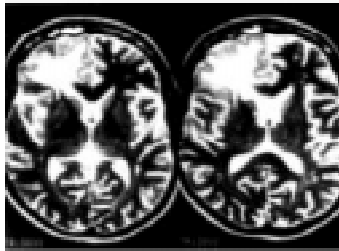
Resonancia magnética. Secuencia en T2, en el plano axial, donde el edema cerebral aparece hiperintenso en el lóbulo frontal derecho.
